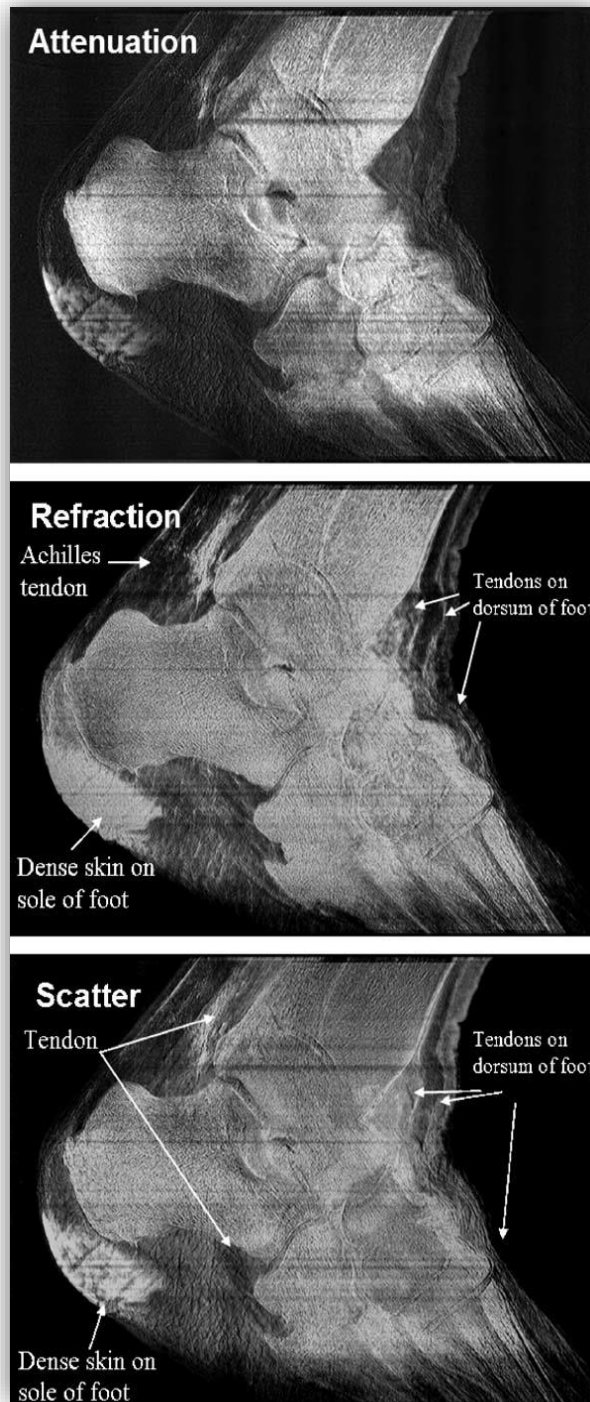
Immagini ad attenuazione (in alto), rifrazione (al centro) e dispersione (in basso) di un piede di cadavere prese a 40 keV con il metodo di Radiografia a più immagini. Le caratteristiche dei tessuti molli sono meglio visualizzate nelle immagini a rifrazione e dispersione che nell'immagine ad attenuazione.
